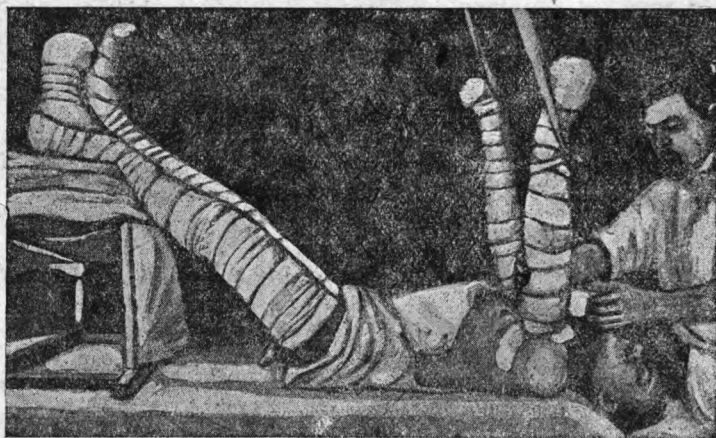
Аутотрансфузия (рис. из учебн. Кружкова). Положение больного с опущенной головой и приподнятыми конечностями. Конечности туго забинтованы.
